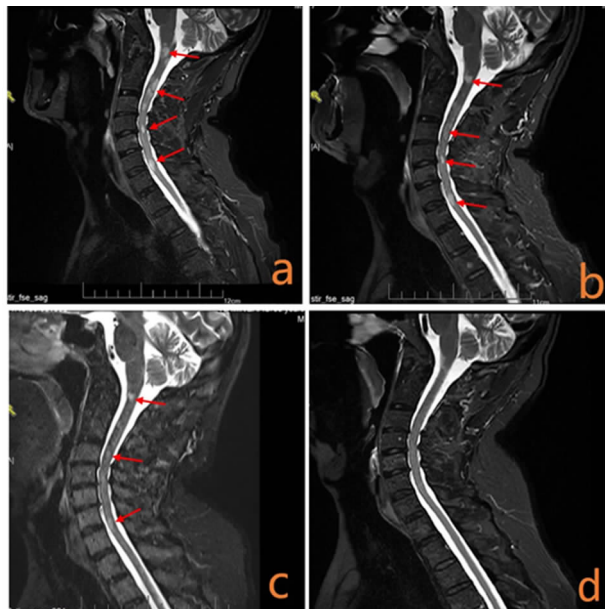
患者治疗前后脊髓 MRI 平扫+增强图像(注:a 为治疗前,T2WI-FSE 矢状面示颈髓可见多发小圆形、小片稍高信号影;b、c 为治疗中,颈髓内异常信号的范围缩小、数量减少;d 为治疗后,颈髓内异常信号基本消失;红色箭头为病灶部位)
